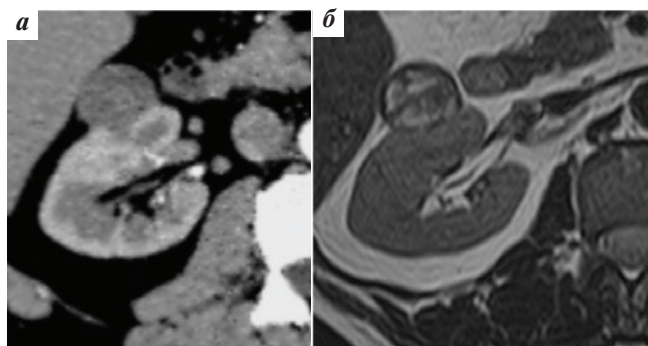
Кистозное образование правой почки неоднородной структуры за счет наличия единичных перегородок с пристеночными солидными разрастаниями толщиной 4–5 мм с тупым углом протрузии (IV Bosniak 2019): а – компьютерная томограмма, артериальная фаза; б – магнитно-резонансная томограмма, T2-взвешенное изображение
